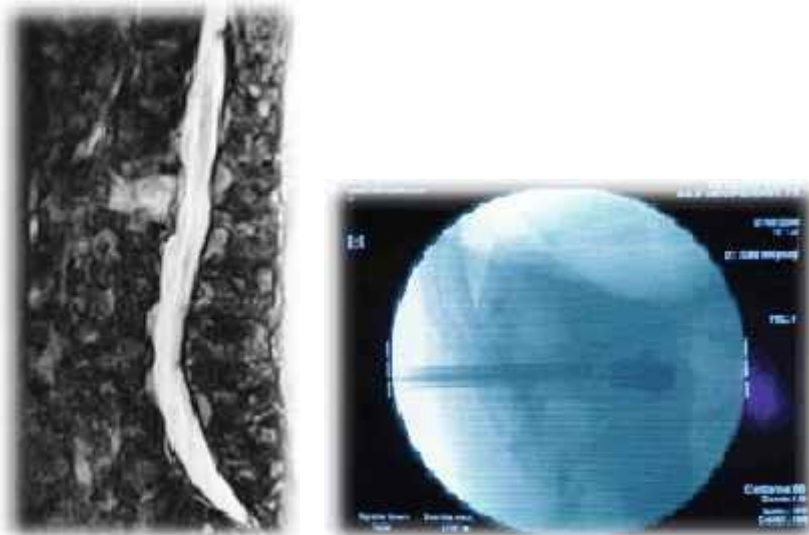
RM in sequenza STIR del rachide lombare, è evidente l'iperintensità del corpo di L1
